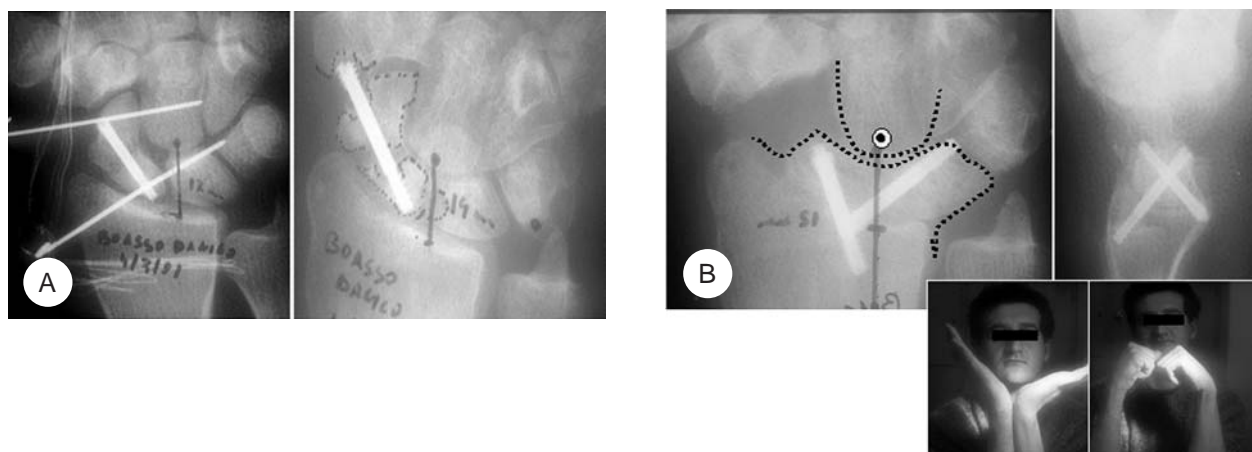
Caso n° 7. A) Pseudoartrosi di scafoide sx in fallimento di osteosintesi di lussazione tran-scafo-lunare del carpo. Nel riquadro di sx, il controllo radiografico post riduzione ed osteosintesi. Nel riquadro di dx, ulteriore rx-controllo effettuato 3 mesi dopo che documenta la mobilizzazione delle vite di Herbert e l'atrofia pseudoartrosica dello scafoide. B) Il controllo clinico radiografico a 12 mesi dalla RCM documenta l'ottimo riallineamento carpale ed il buon recupero dell'articolari.
